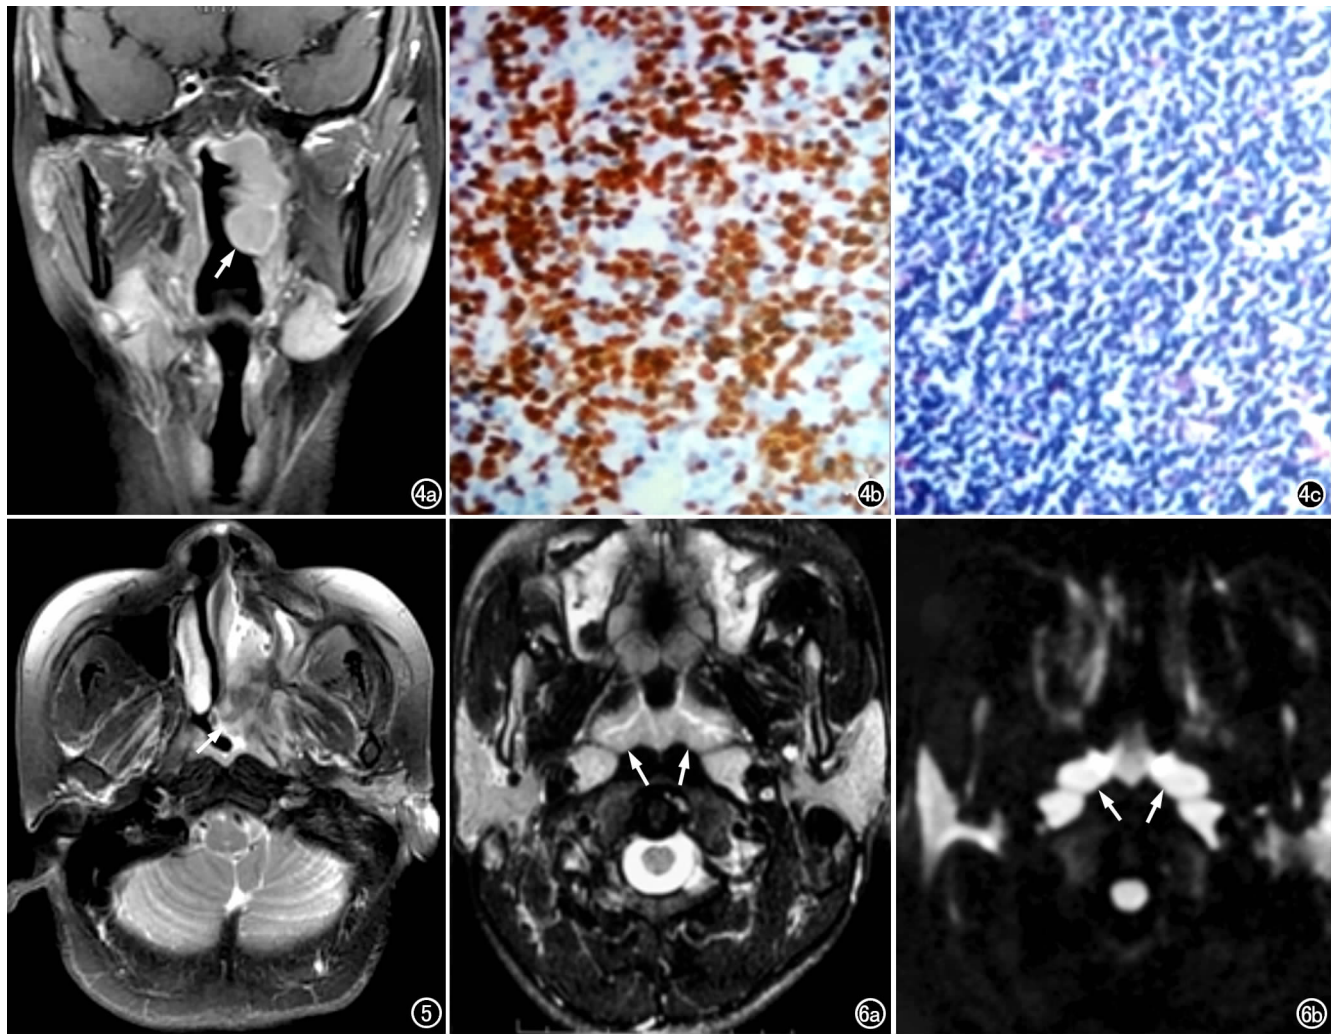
咽淋巴环 NHL(混合型)。a) 冠状面增强 MRI 显示左侧鼻咽部黏膜及扁桃体弥漫性肿胀,局部增厚呈肿块样突入口咽腔(箭),均匀强化;b) 光镜下示大量的肿瘤细胞浸润,形态、大小不一,核异型明显,核仁不规则,可见空泡状核;c) 免疫组化结果示 EBER(+)。图 5 鼻腔内 NHL, T₂WI 示左侧鼻腔内中等信号的软组织肿块(箭),病变前方炎症及右侧肥大鼻甲呈明显高信号。图 6 鼻咽部 NHL。a) T₂WI 示双侧鼻咽部黏膜弥漫性肿胀、增厚,咽鼓管咽口可见;b) DWI 示双侧鼻咽部肿胀增厚的黏膜呈明显高信号,与周围背景的低信号形成鲜明对比,极易发现病变。
